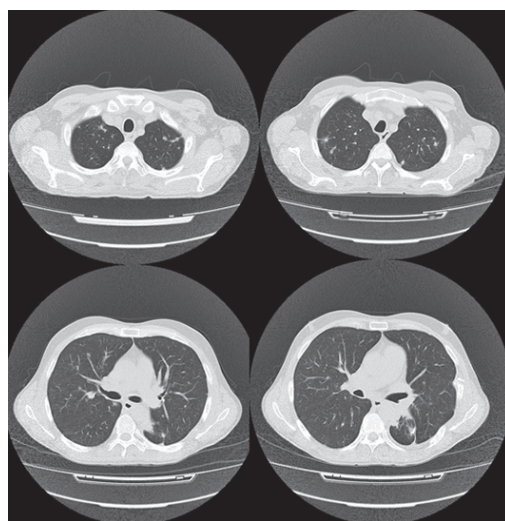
КТ ОГП через 6 місяців лікування
